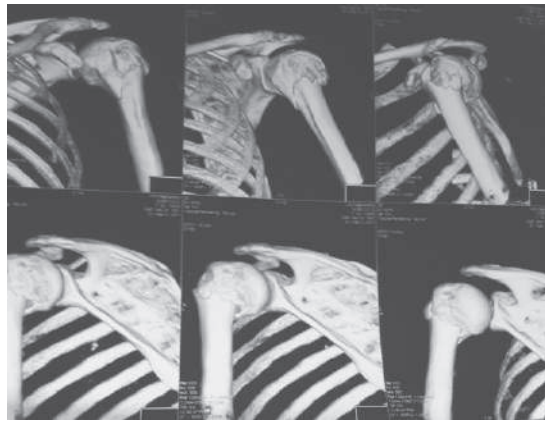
КТ сканы больной С. 56 лет. определяется 2-х фрагментарный ( 2-В тип) перелом проксимального кости отдела левой плечевой кости.
